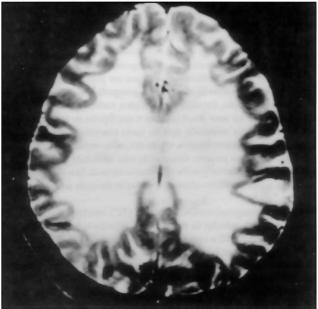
RM do crânio: na imagem axial em T2 dos centros semi-ovais aparece sinal de hiperintensidade poupando as fibras arciformes.
